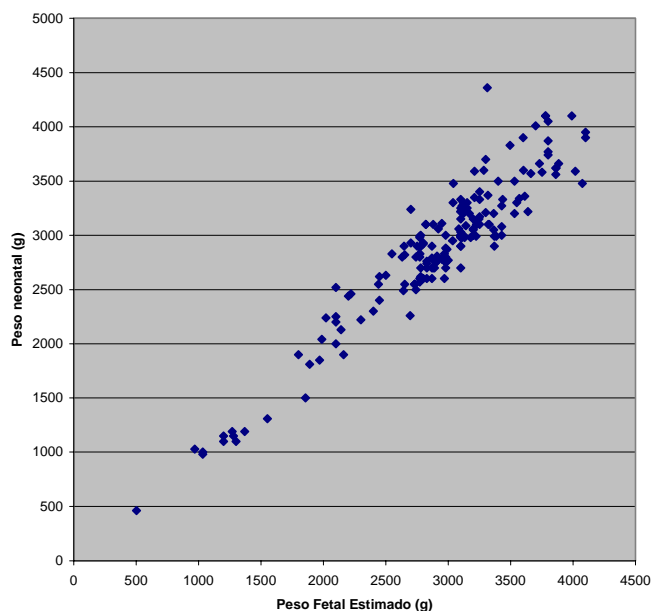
Correlação linear entre as medidas de peso fetal estimado pela ultra-sonografia e peso neonatal ($r = 0,94$).
